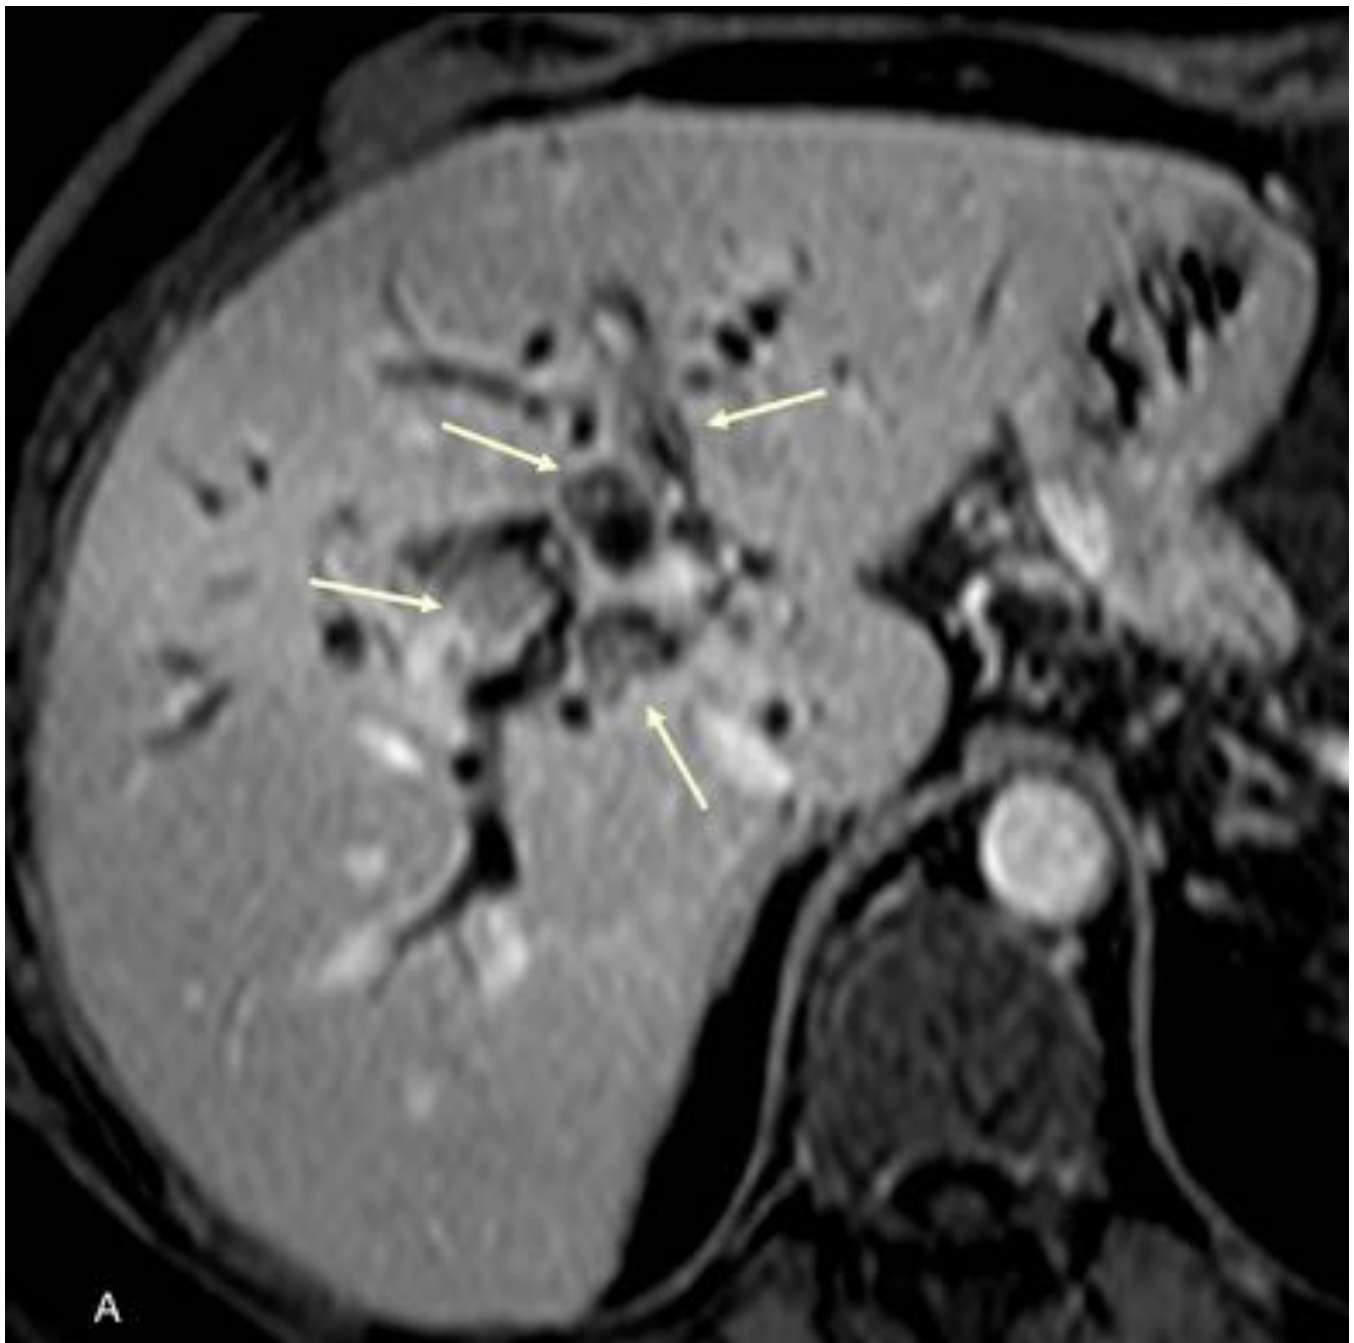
Papilomatosis biliar. Imagen de hígado en plano transversal en RM T1 con contraste en fase portal donde se identifican múltiples lesiones intraductales en la vía biliar intrahepática (flechas), que condiciona dilatación biliar generalizada
